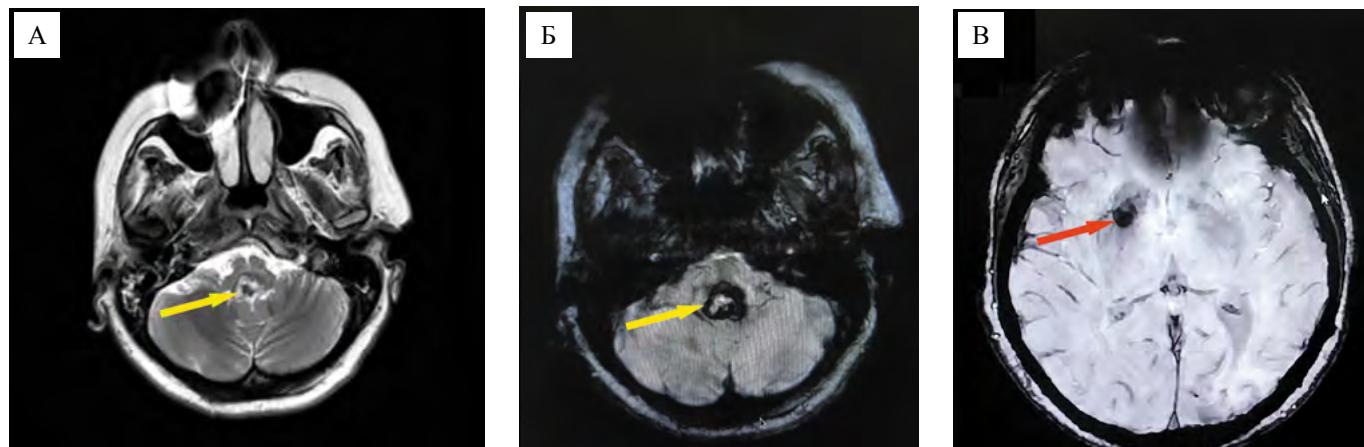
Магнитно-резонансные томограммы головного мозга пациентки К. от 11.12.2022 из ГБУЗ «Абинская ЦРБ» МЗ КК. Кавернозная мальформация ствола с кровоизлиянием: А — аксиальная проекция, режим T2; Б — сагиттальная проекция, режим T2, В — аксиальная проекция на уровне базальных ядер, режим SWI/SWAN. Желтыми стрелками указано расположение кавернозной мальформации моста с кровоизлиянием. Красной стрелкой обозначена кавернозная мальформация правой подкорковой области
